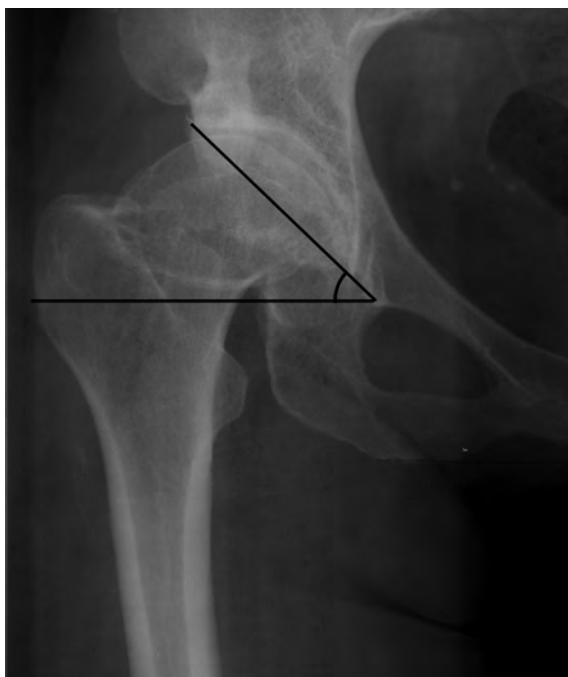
Рентгенограмма больного М.: угол Шарпа.
